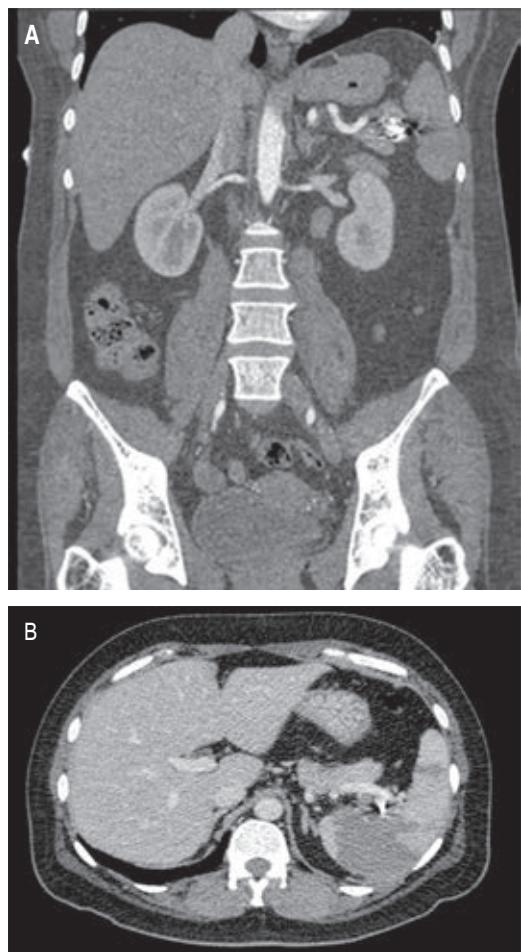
Angiotomografía abdominal. A) En corte coronal se identifica material de densidad metálica correspondiente a coils localizados en segmento distal de arteria esplénica previos a hilio esplénico. B) Se observa opacificación y captación del contraste a nivel esplénico de forma irregular heterogénea tanto en la fase arterial como venosa, apreciando una zona extensa que involucra a la mayor parte del parénquima esplénico desde el hilio, sólo respetando el polo superior y el inferior compatible con infarto.
